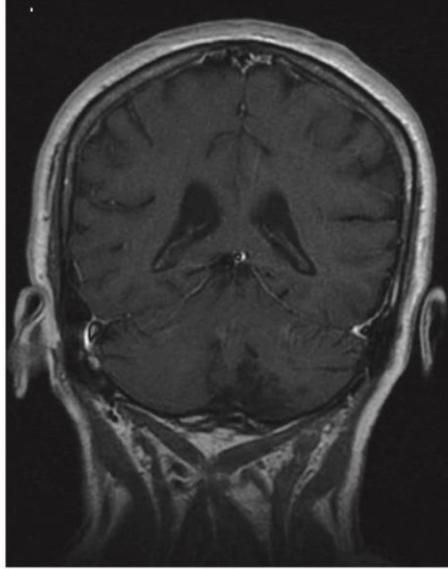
RM ponderada em T1 corte coronal. Se observa a extensão da lesão.
